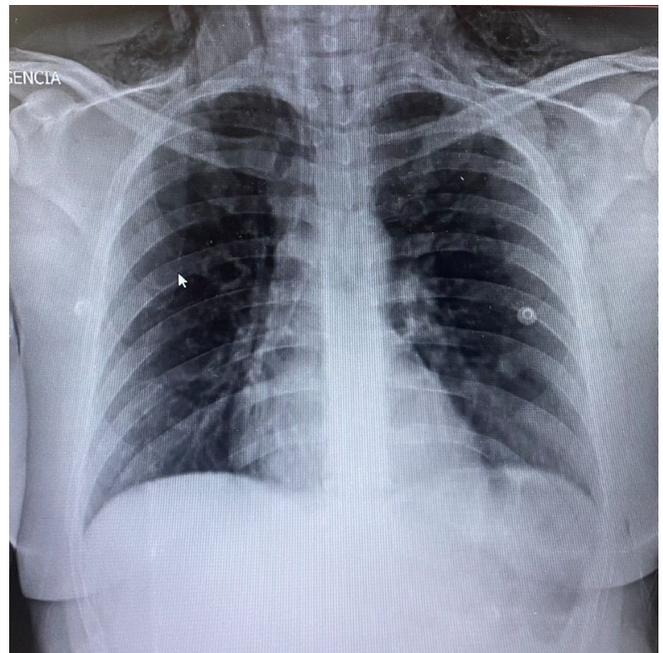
Radiografia de tórax com aumento do pneumomediastino e do enfisema subcutâneo.
